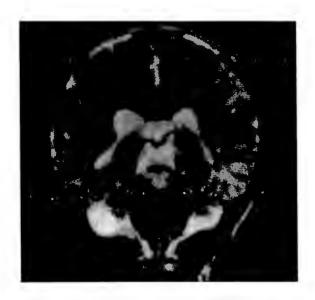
IRM T2. Ligera dilatación ventricular con dilatación de tallo.
